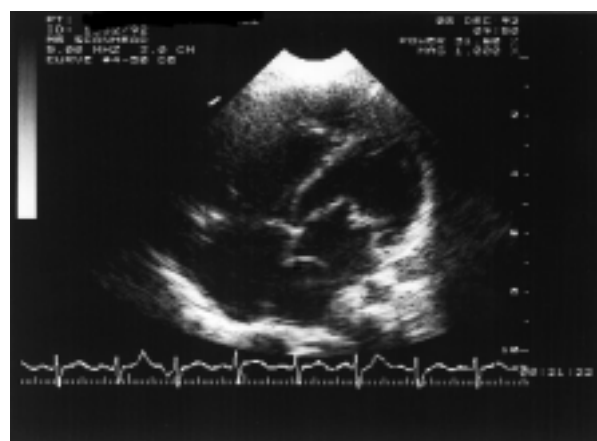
Echokardiograficzne badanie przezprzełykowe. Krzyżykami zaznaczono średnicę otworu w membranie — 9 mm
